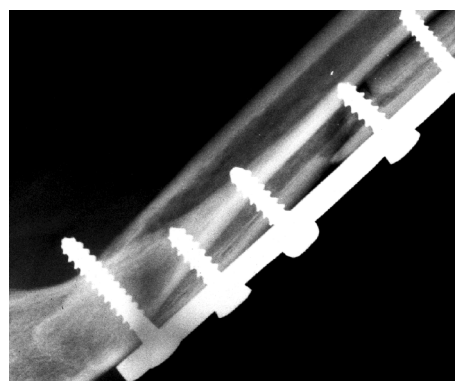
Микрофокусная рентгенограмма левого локтевого сустава и предплечья в боковой проекции через месяц после операции
